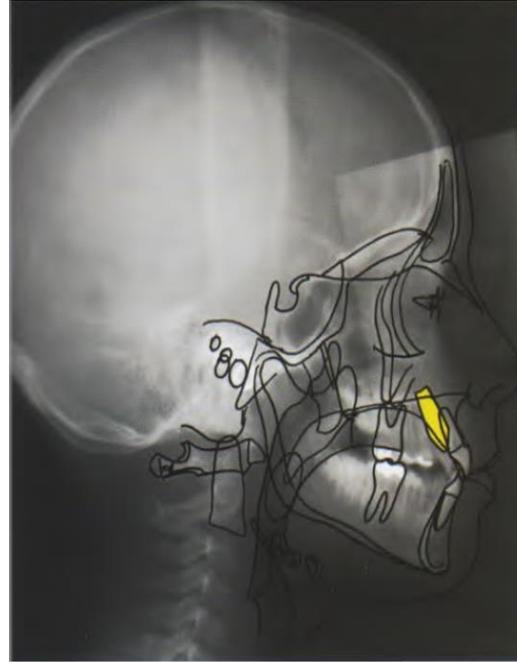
téléradiographie de profil montrant la présence d'une canine incluse en position palatine par rapport à l'incisive. (5)
